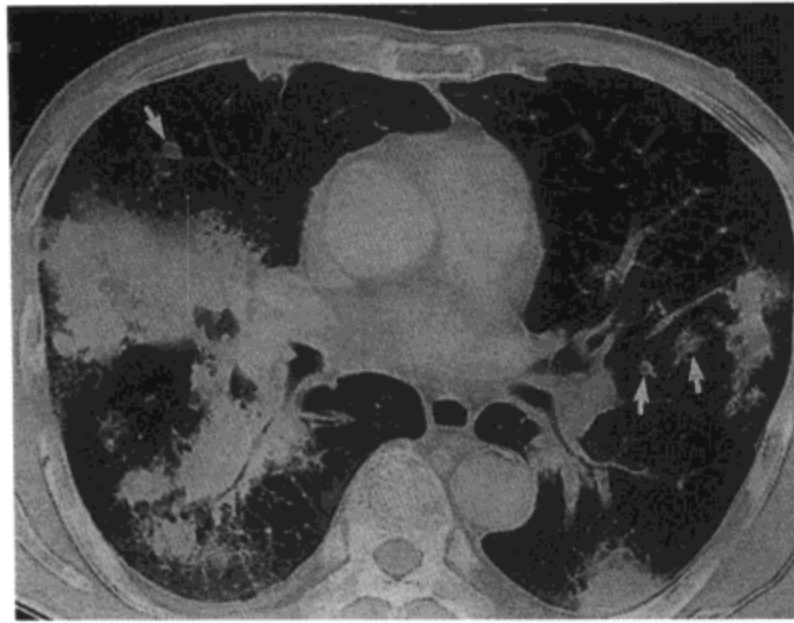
韦格纳肉芽肿病。高分辨率CT影像显示支气管血管周围肺泡实变区与界限不清的结节(箭号)。病人为一58岁的男性(感谢日本Nagasaki, Nagasaki大学医学校放射科Kazuto Ashizawa 医生提供)。
